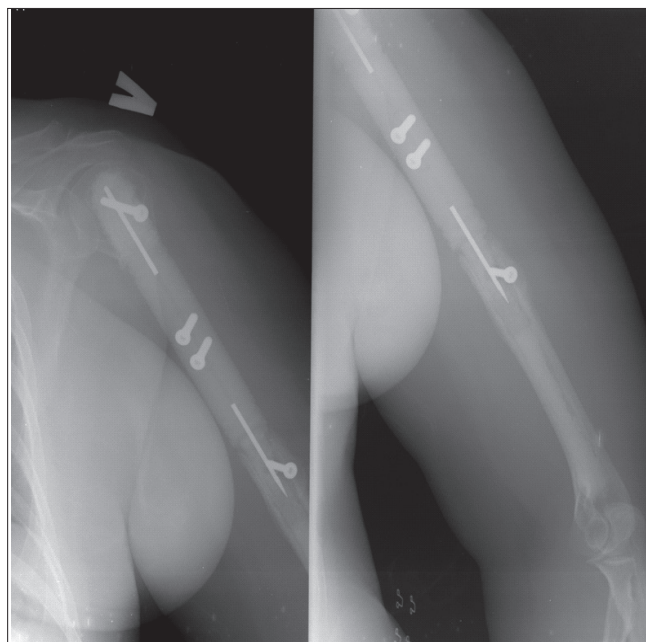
Рентгенография диафизарного эндопротеза левой плечевой кости с выявленной нестабильностью дистальной ножки эндопротеза (прямая проекция)
